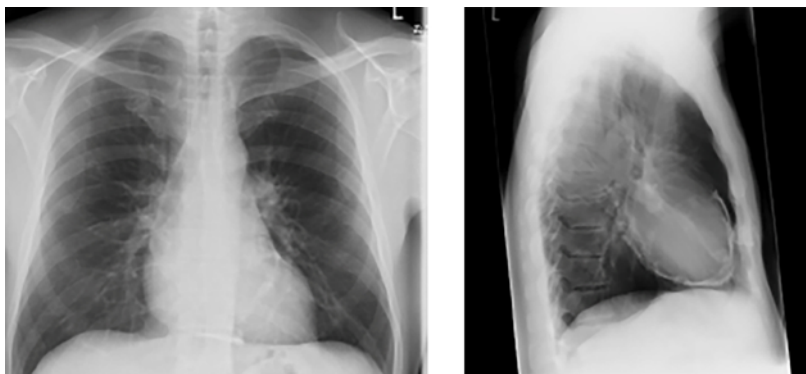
Thoraxröntgenbild eines anderen Patienten unserer Serie mit den typischen Kalkspangen als Zeichen der verkalkten konstriktiven Perikarditis.
